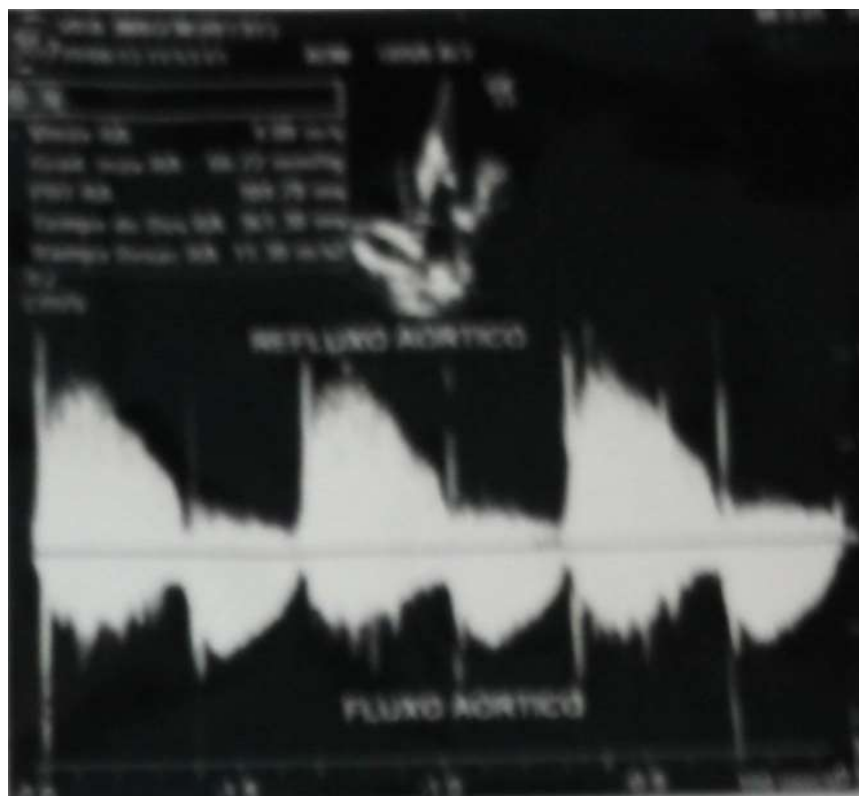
Imagem de ecocardiograma revelando regurgitação aórtica importante
